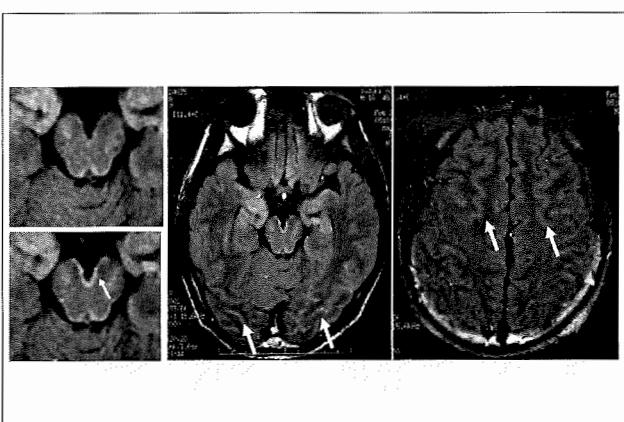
16歳 男性 ADEM（髄膜脳脊髄炎型）の入院日の脳MRI FLAIR造影画像
